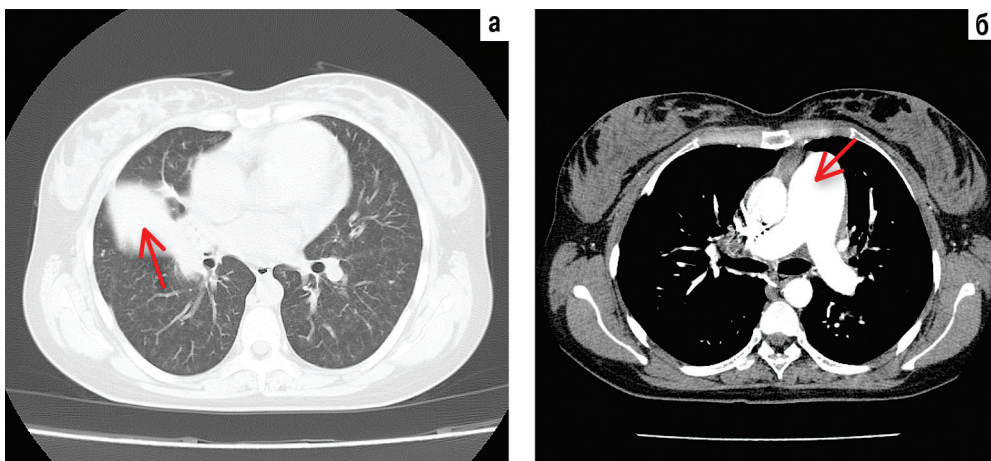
МСКТ ОГК от 14.10.13: а – ателектаз средней доли правого легкого на фоне обтурации просвета среднедолевого бронха кровяным сгустком; б – расширение ствола легочной артерии (ЛА)  $\leq 38$  мм
